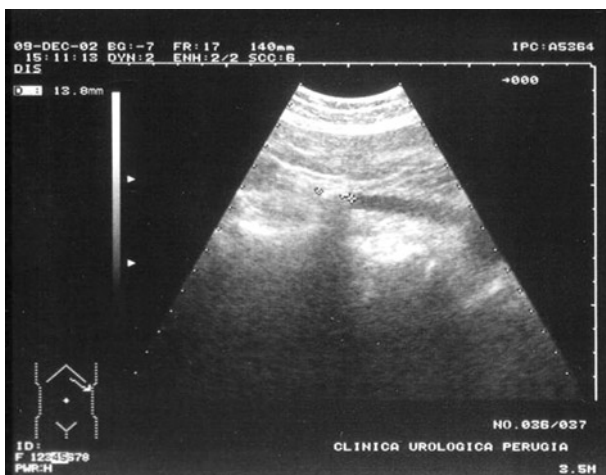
Ecografia renale: litiasi a livello lombare.
